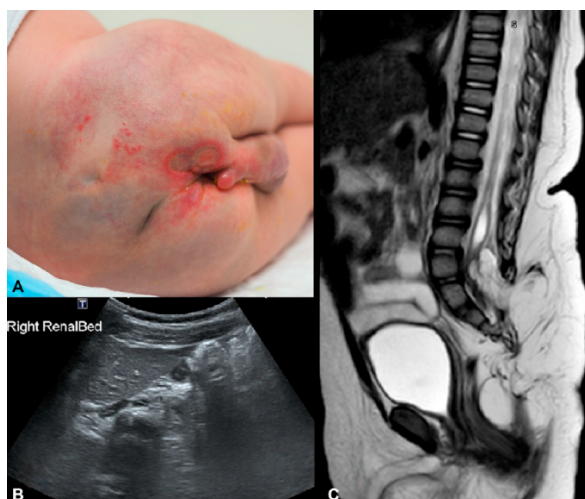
Sindrome LUMBAR. A) EI con crescita minima o arrestata (IH-MAG) con distribuzione segmentale. Presenti ulcerazione e una fossetta sacrale. B) Risonanza magnetica (MRI): disrafismo spinale con midollo spinale ancorato in posizione bassa e lipomeningocele. Clinicamente si osservava una monoplegia dell'arto inferiore destro. C) Ecografia: aplasia del rene destro.
